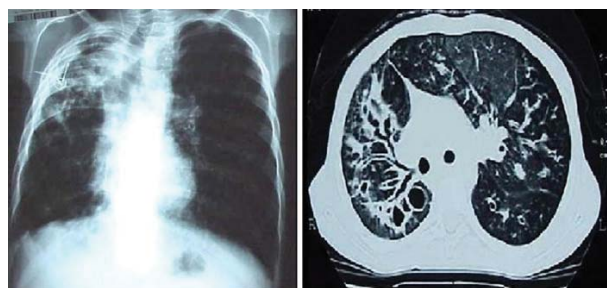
a - Rx de tórax com acentuada assimetria torácica e predominância de doença em lobo superior direito. b - TC de tórax com bronquiectasias mais grosseiras na metade superior D e zonas de enfisema esparsas.
